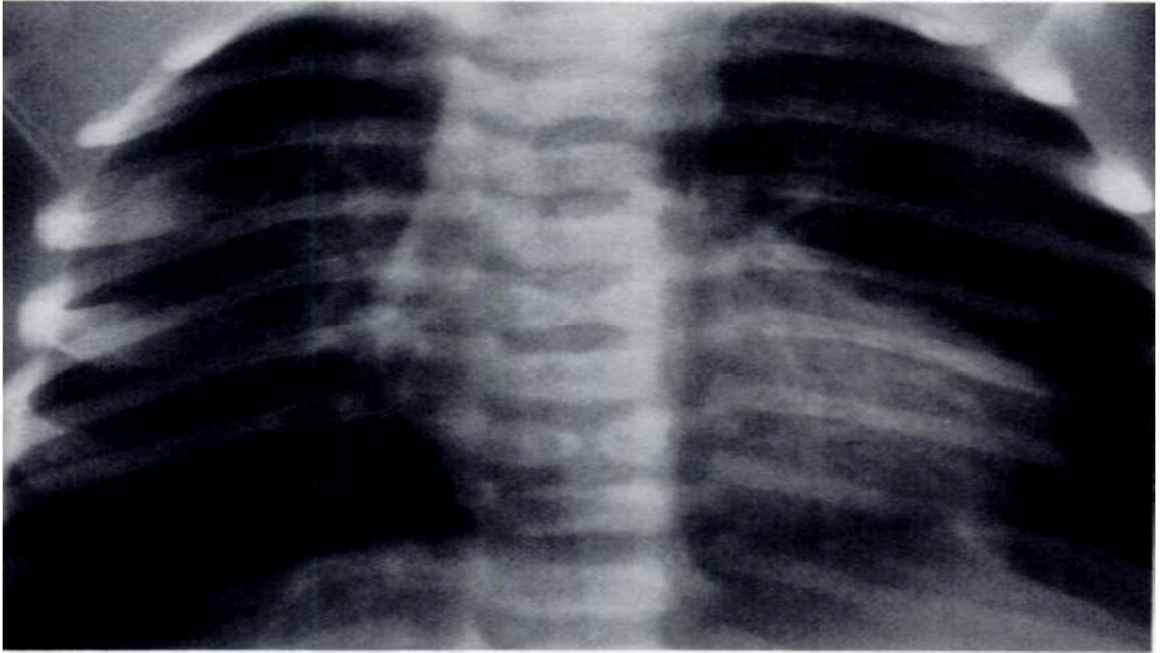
Radiographie thoracique de face montrant des vertèbres en “ailes de papillon”(13)
